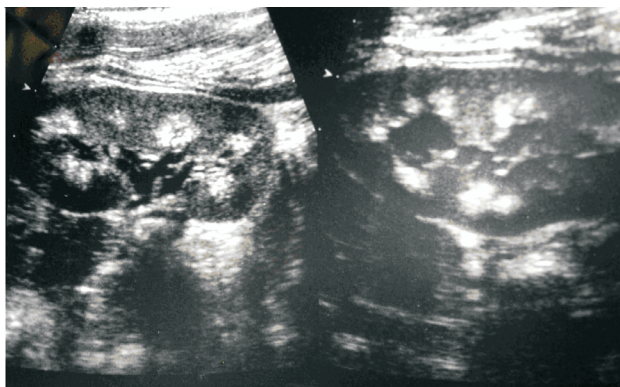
Результаты УЗИ: нефрокальциноз (клинический случай 1).
